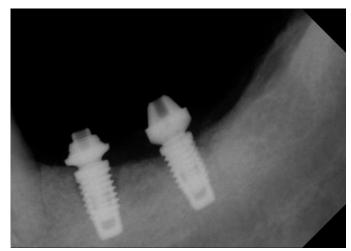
Radiografia dos minis pilares.
